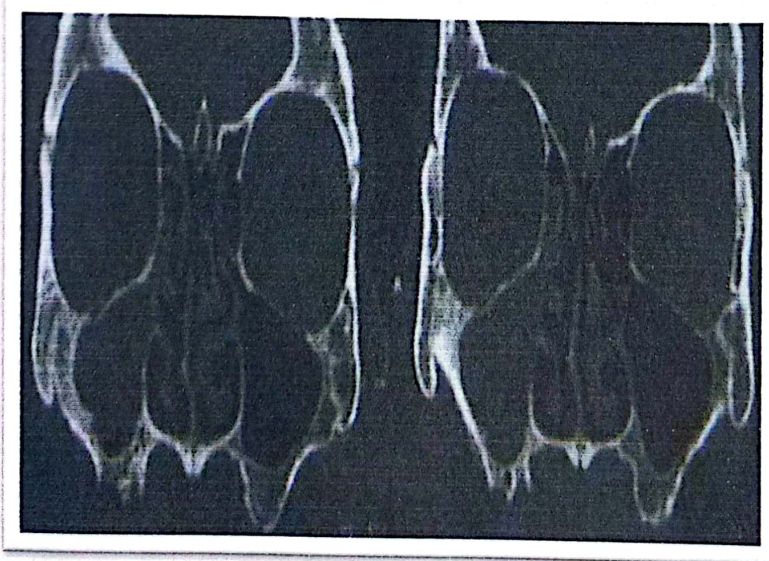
examen tomographique montre une lyse osseuse dans la région de la 16 après extraction accompagnée d'une sinusite homolatérale.
